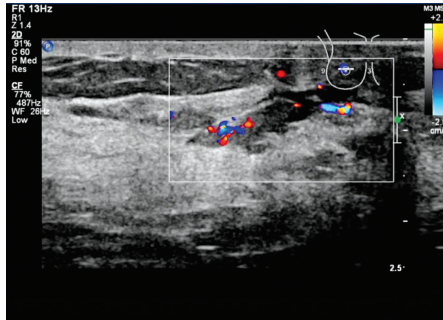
超声示乳腺导管内乳头状瘤患者(女,49岁)右侧乳腺乳晕后方导管扩张,内径2.5 mm,内见一大大小为12 mm×3 mm低回声肿块,边界清,形态欠规则,后方回声无变化;CDFI于其内探及较丰富血流信号
